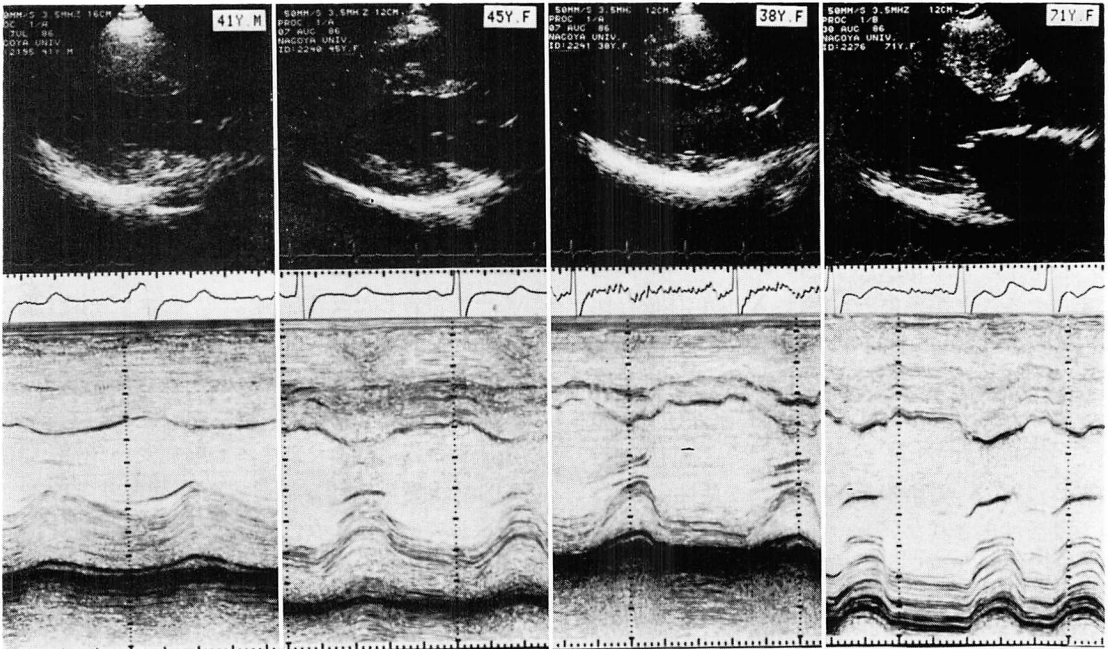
Two-dimensional (long-axis view) and M-mode echocardiograms of the younger brother, two sisters and mother with Fabry's disease.
